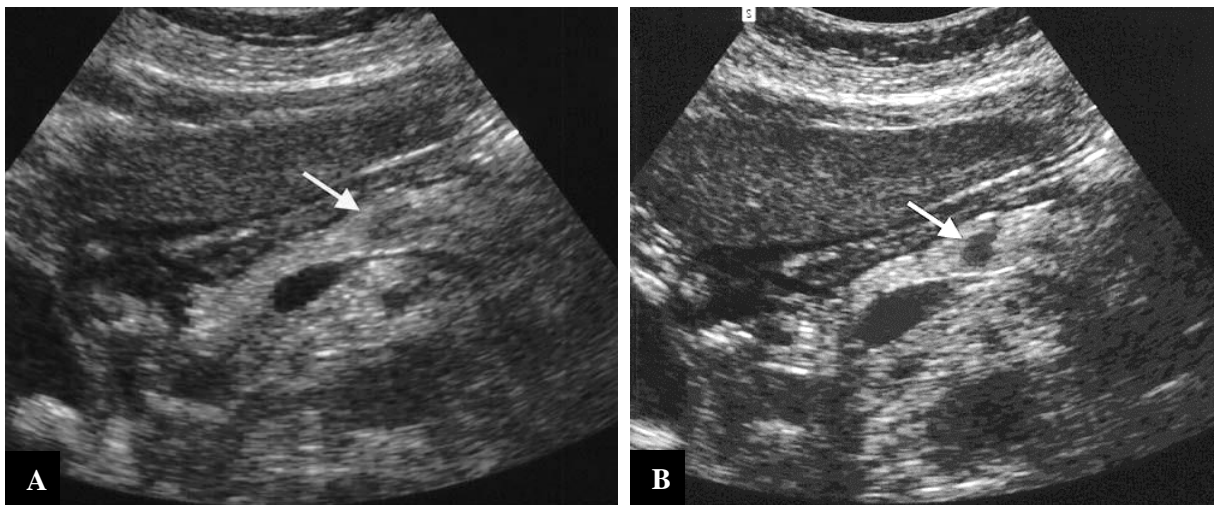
Tumeur de la queue du pancréas chez une patiente de 73 ans (flèche). Bien que la tumeur soit visible avec l'échographie conventionnelle en mode B (A), la THI (B) délimite clairement l'étendue et les marges de la lésion (49).
